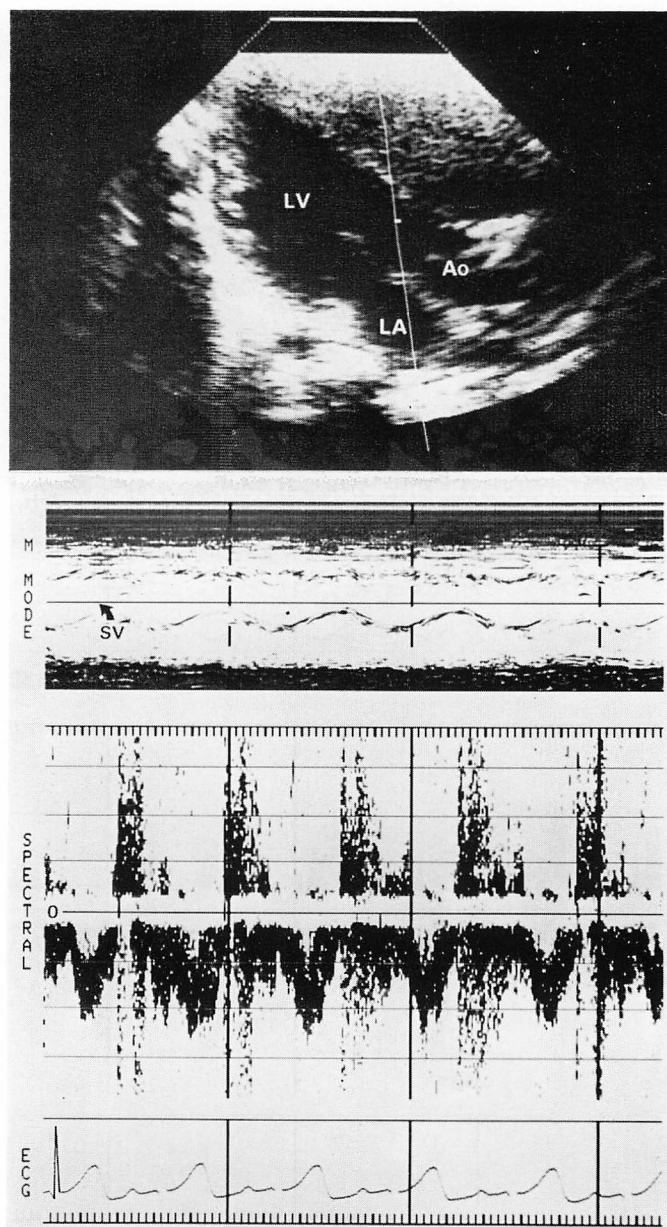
Two-dimensional and pulsed Doppler echocardiograms of a patient with aortic regurgitation complicating Kawasaki disease.
